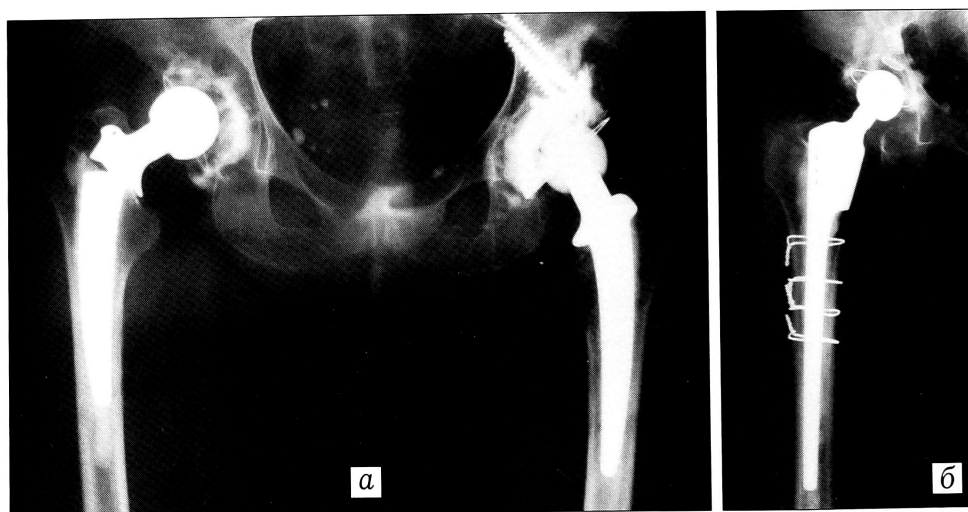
Рентгенограммы больной 59 лет.
